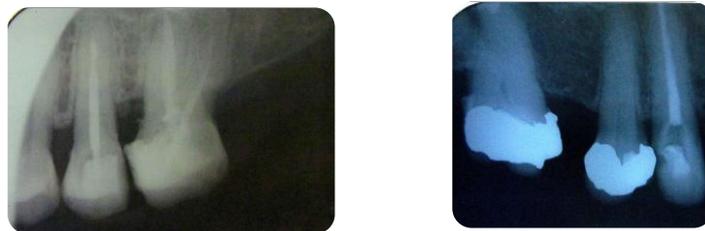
Radiografías fuente: Dominique Dueñas B
